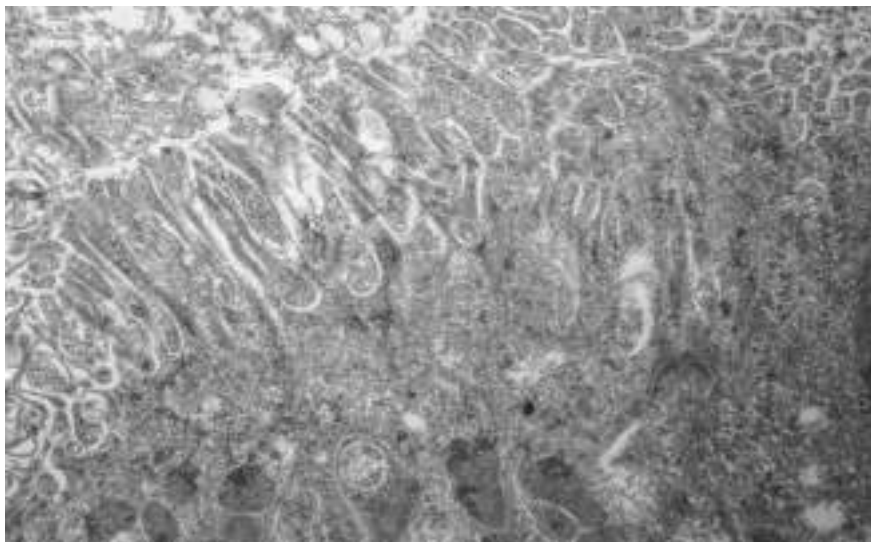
Состояние ренальной паренхимы на фоне действия Лазикса после 30-минутной ишемии или 60-минутной реперфузии почки. Контрастирование в спиртовом растворе ацетата уранила и водном растворе цитрата свинца ($\times 20\,000$)
